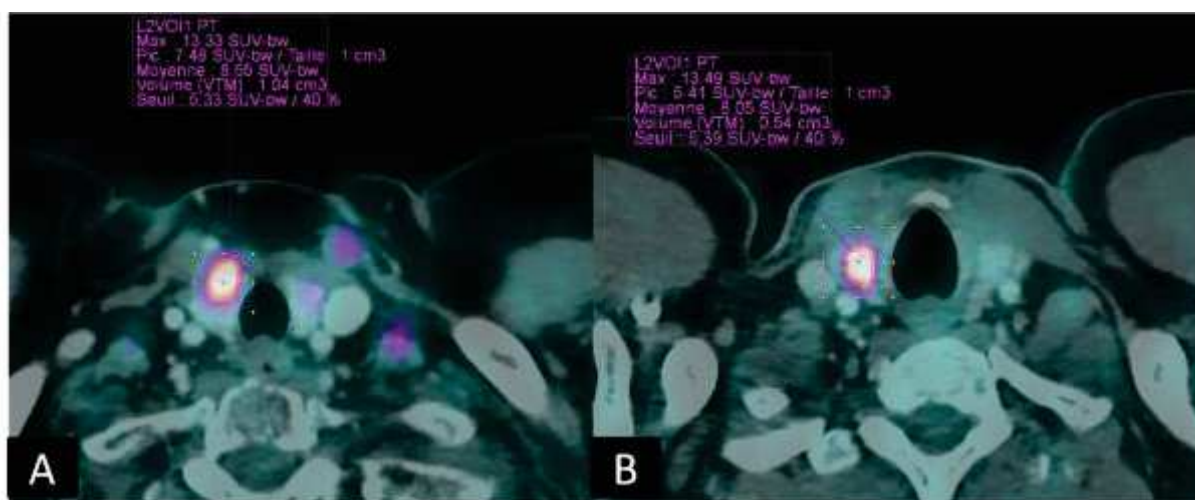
Segmentation des ITf en utilisant un seuil fixe de SUV (40 % du SUVmax)
